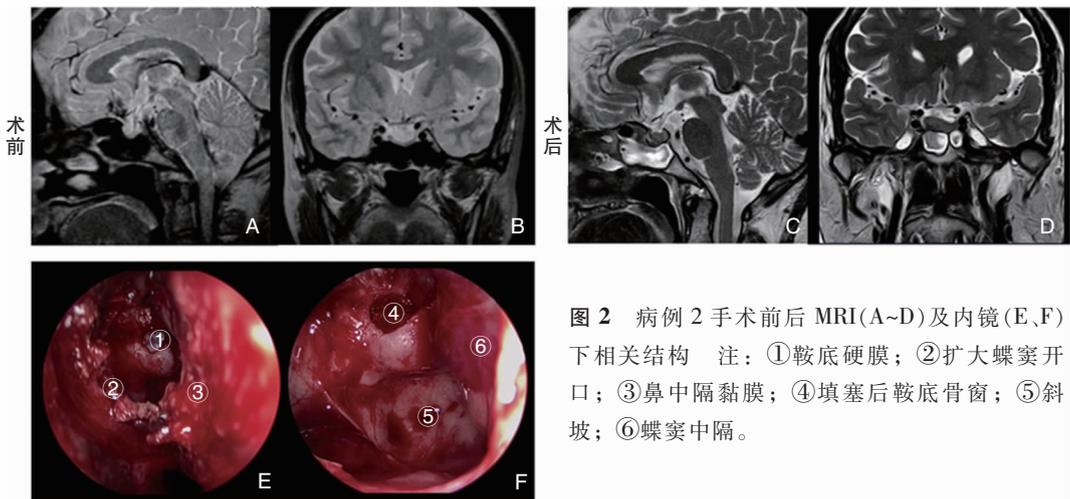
病例2手术前后MRI(A~D)及内镜(E、F)下相关结构 注:①鞍底硬膜;②扩大蝶窦开口;③鼻中隔黏膜;④填塞后鞍底骨窗;⑤斜坡;⑥蝶窦中隔。
